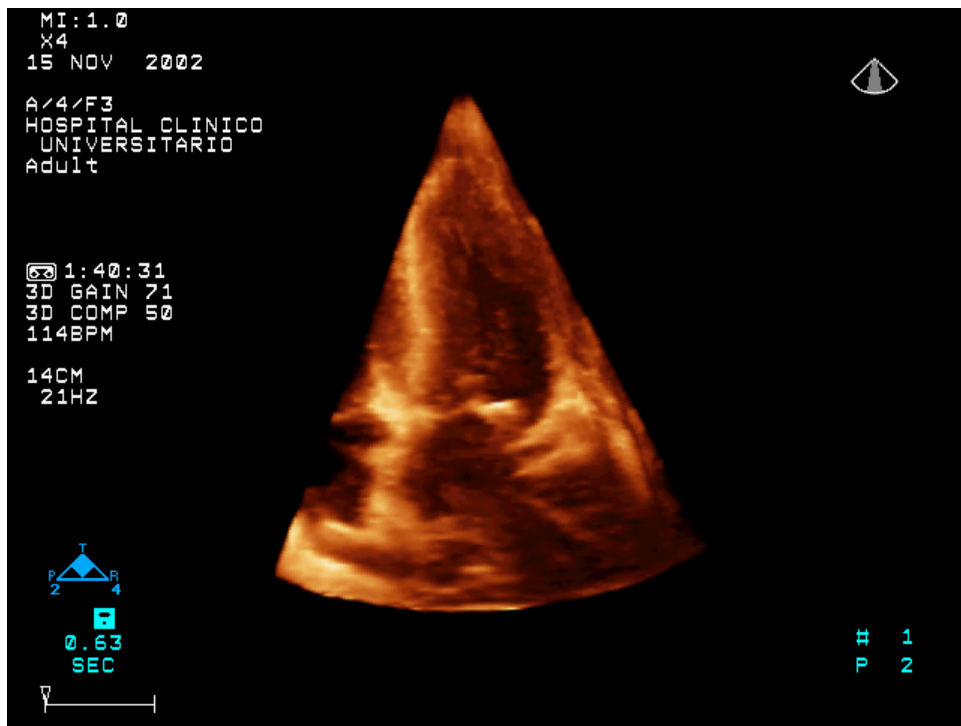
Imagen estática obtenida mediante ecocardiografía 3D desde la ventana apical.
